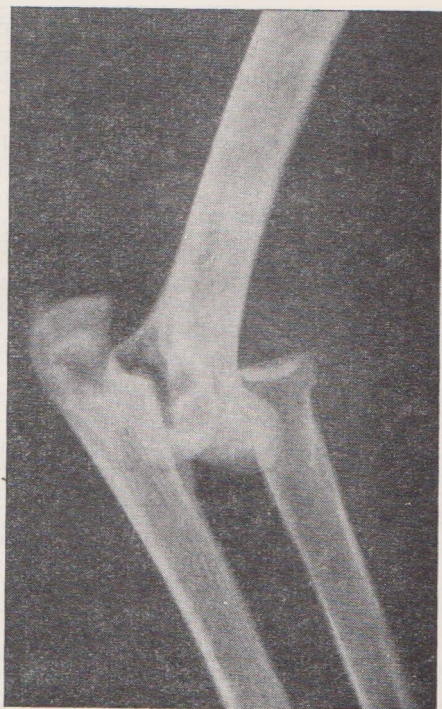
Рентгенограмма расходящегося вывиха костей предплечья.
